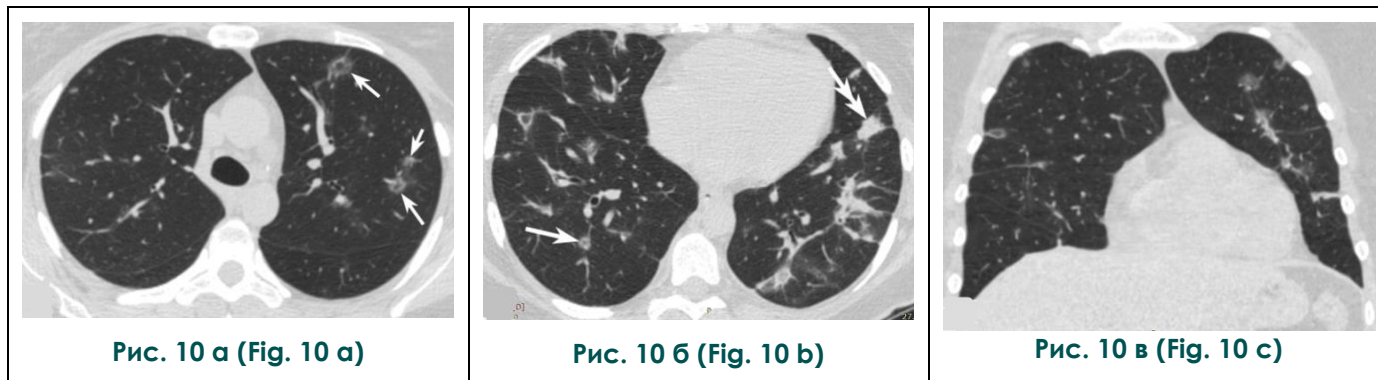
МСКТ органов грудной клетки. А, Б – аксиальные проекции; В – фронтальная реконструкция.
